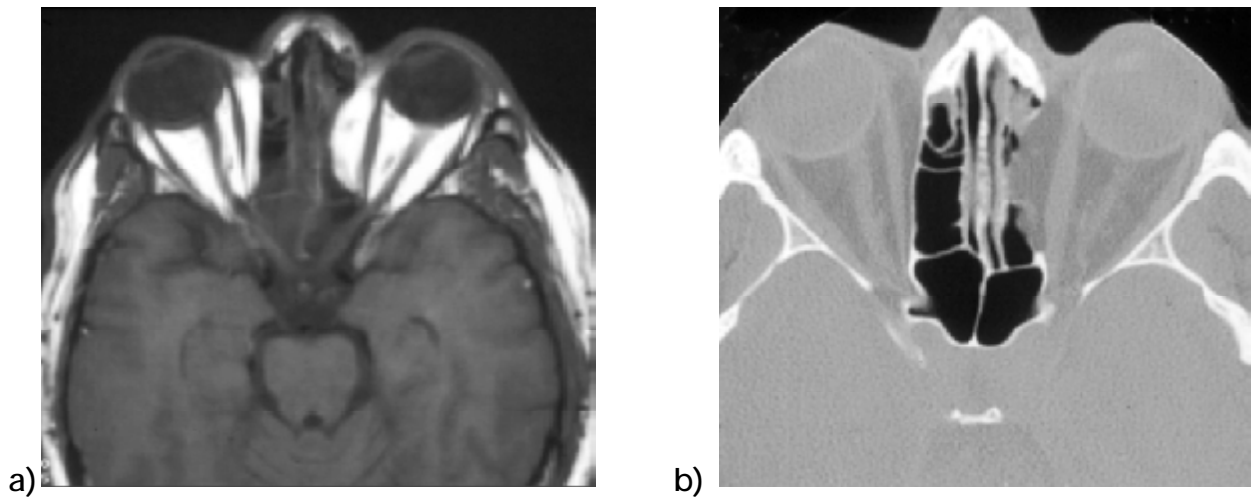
déhiscence de la lame papyracée à l'IRM (a) et au scanner (b) [18].
